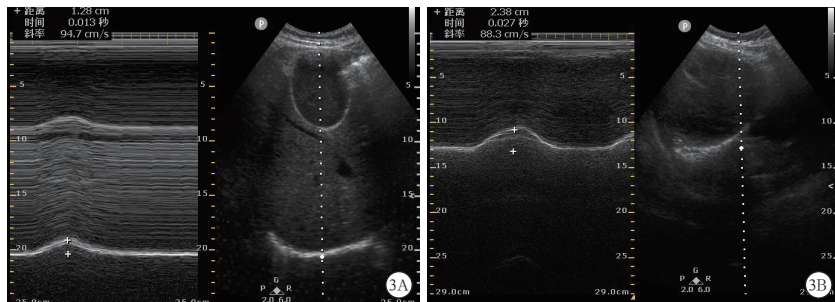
1 例 60 岁男性慢性阻塞性肺疾病急性加重期 (AECOPD) 患者入院后经过科室内部跨领域合作团队 (ICDT) 治疗 10 d 膈肌超声检查示右侧膈肌移动度由 1.28 cm (A) 增加至 2.38 cm (B)
